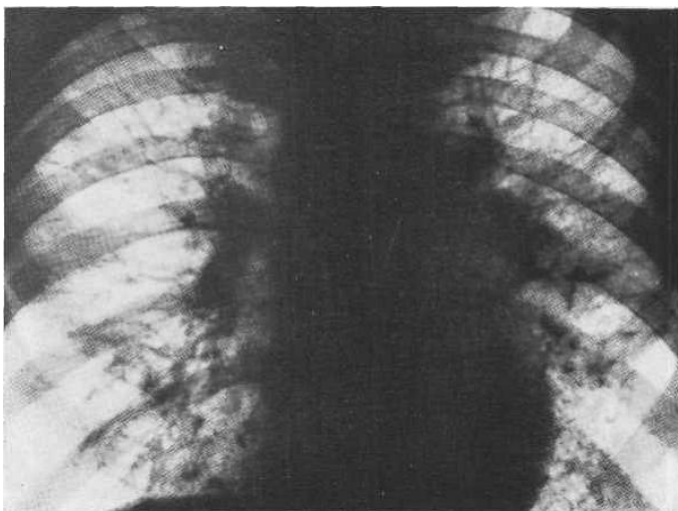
Оглядова рентгенограма. Раковий лімфангіт
